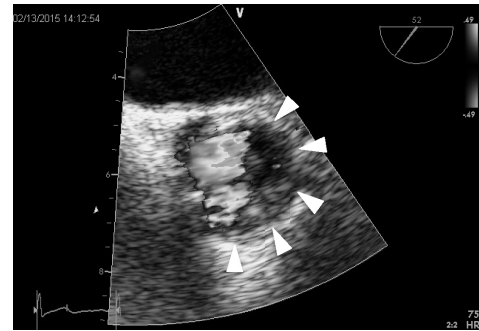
第3病日に施行した経食道心エコーの大動脈弁位短軸像
